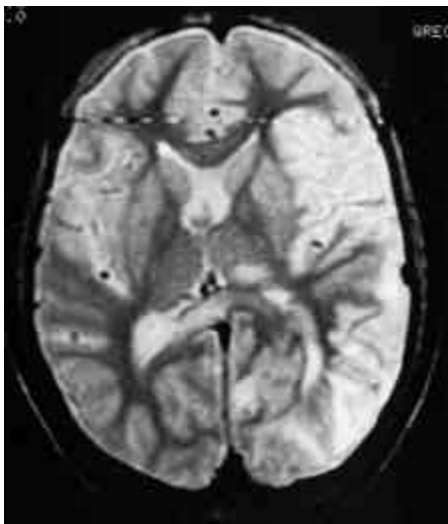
RM axial en T2 que muestra lesión "stroke-like" hemisférica izquierda con efecto de masa moderado.
